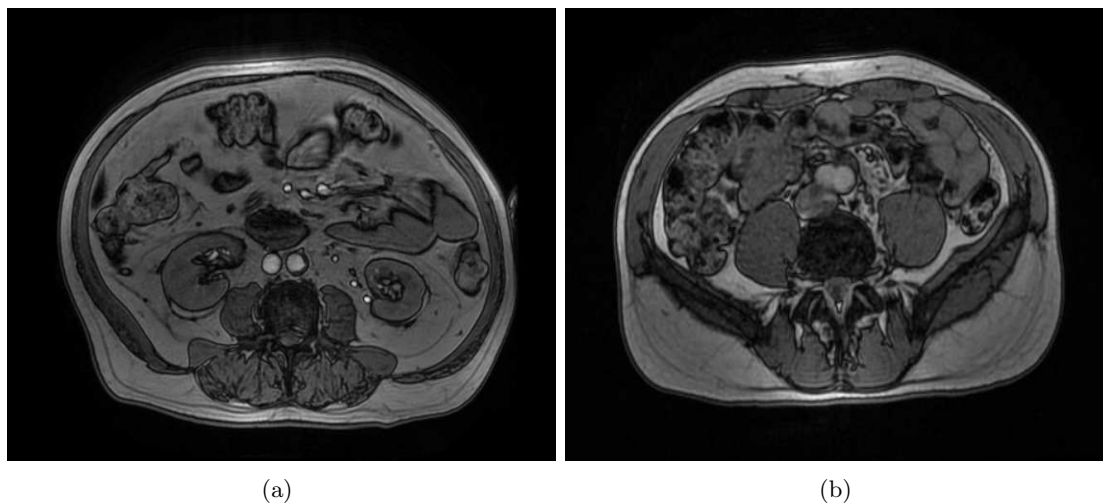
Différence de répartition de graisses viscérale et sous-cutanée sur des images IRM (coupes axiales en écho de gradient pondéré T1 en opposition de phase centrées sur la vertèbre lombaire L3). La Figure (a) présente une coupe axiale d'un patient ayant une forte proportion de tissu adipeux viscéral et la Figure (b) présente une coupe axiale d'un patient ayant une forte proportion de tissu adipeux sous-cutané
